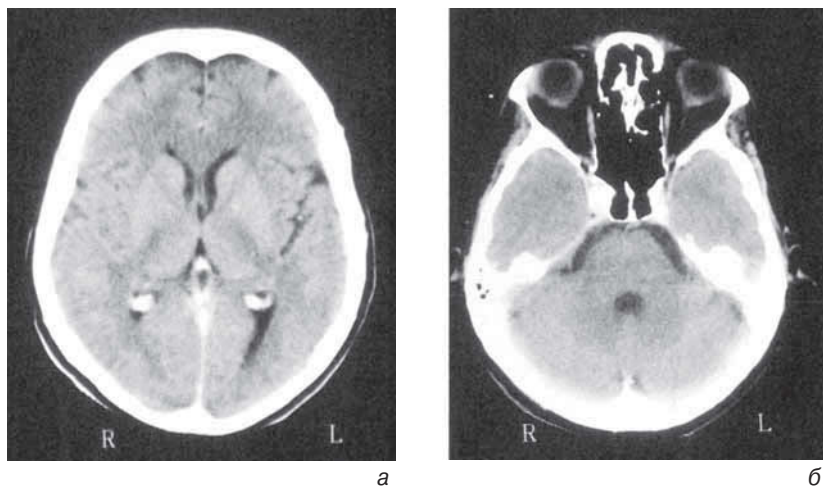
КТ черепа в норме. *а* — полушария головного мозга; *б* — височные доли и задняя черепная ямка
